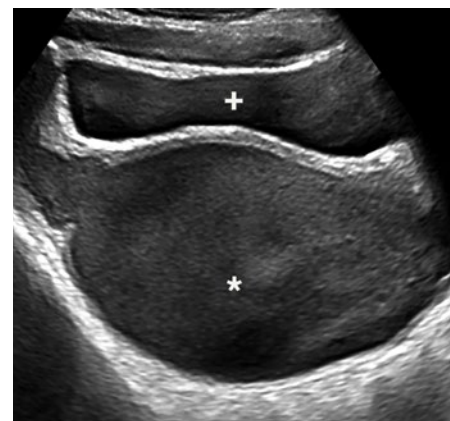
Cliché d'échographie abdominale: visualisation d'une volumineuse accumulation de liquide avec une hyperéchogénicité discrète et une inhomogénéité dans la cavité utérine (*). La vessie est modérément remplie sans épaississement de la paroi vésicale (+).
